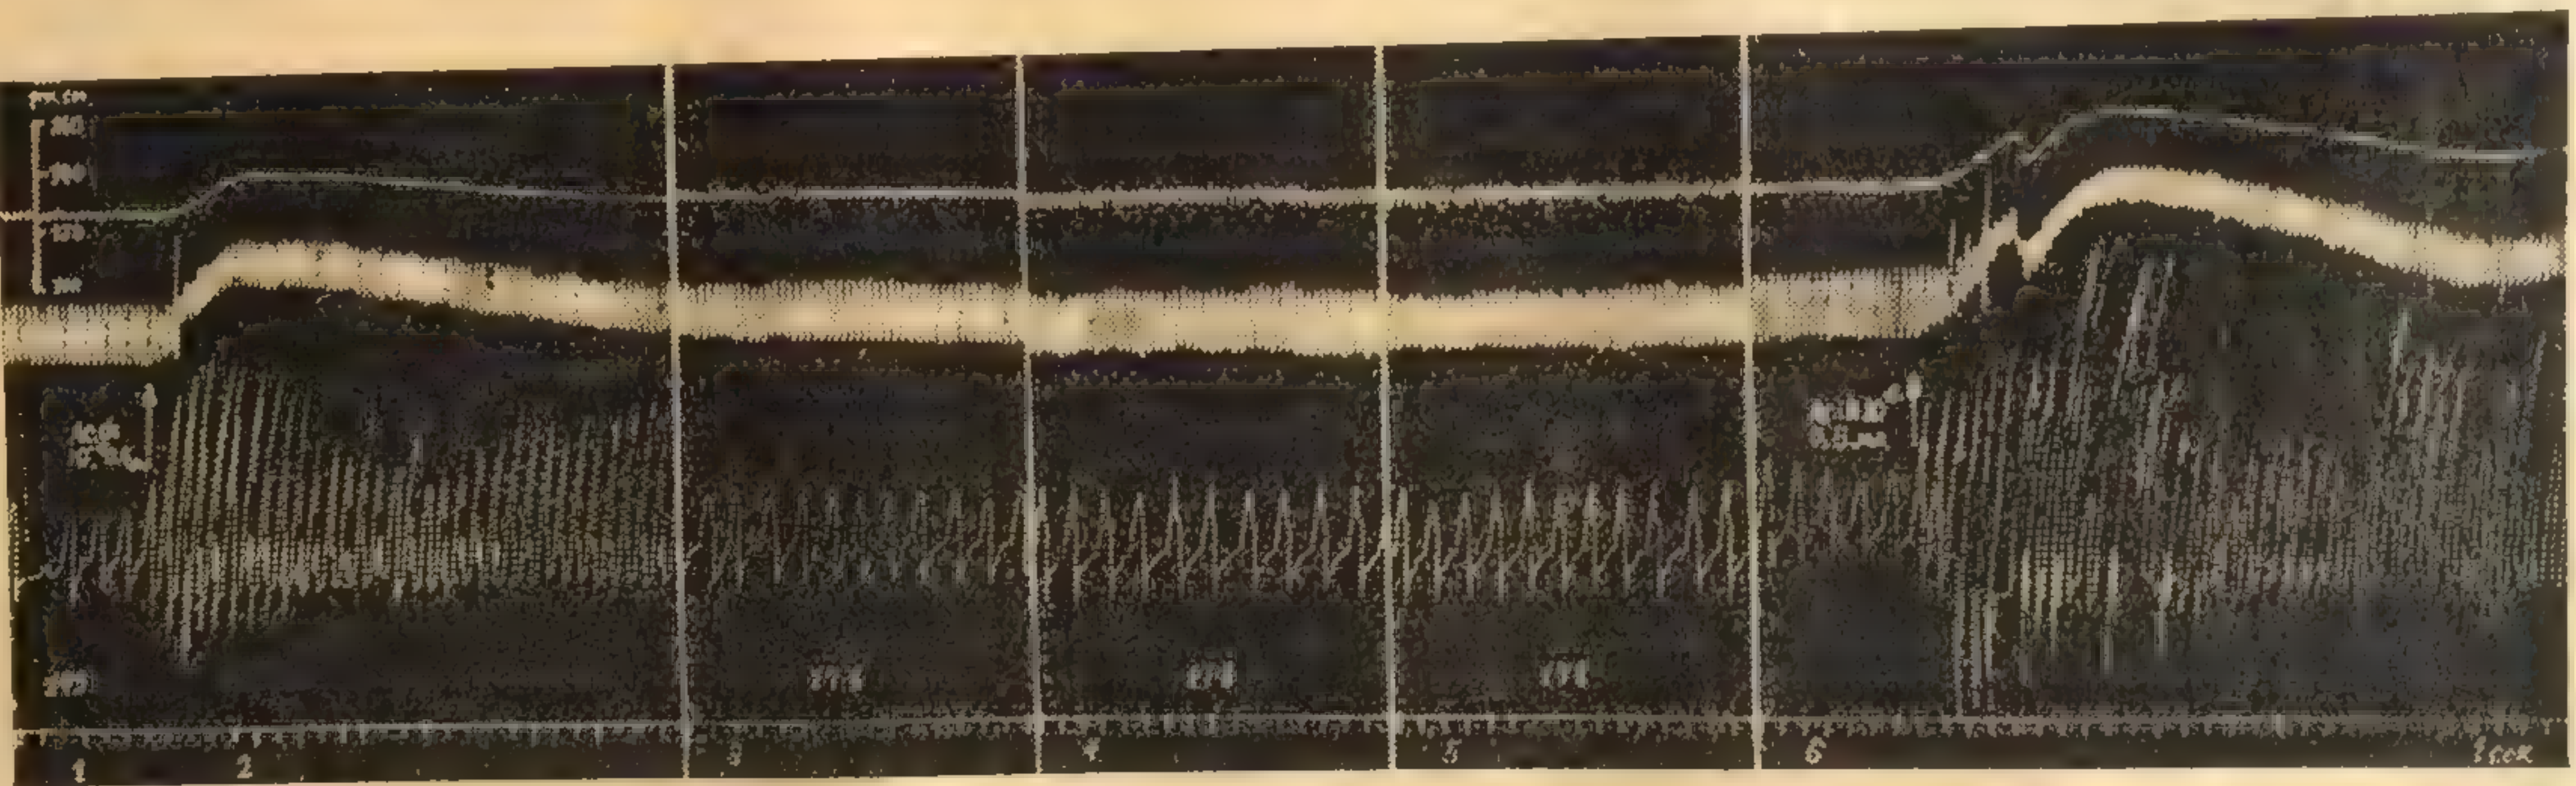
Отсутствие изменения частоты сокращений сердца при перфузии каротидного синуса раствором стандартного препарата майского ландыша.
